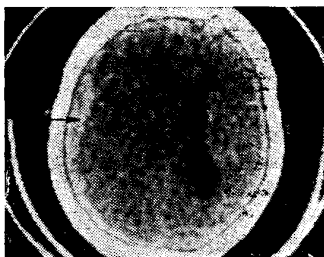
Компьютерная томограмма при острой субдуральной гематоме (указана стрелкой).
